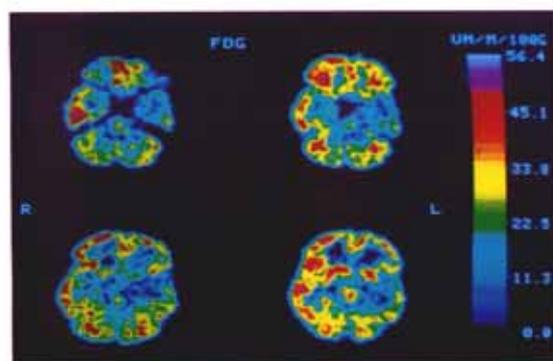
Characteristic metabolic maps (FDG-PET) of a 24-year-old male patient with left-sided medial temporal lobe epilepsy, demonstrating the most prominent hypometabolic zones in medial and lateral temporal regions. Note the additional systemic metabolic depressions in left fronto-orbital, prefrontal and fronto-occipital cortex. R and L indicate patient's right and left sides. The reference scale is calibrated in  $\mu\text{mol glucose consumption per } 100 \text{ g tissue per minute}$ .
